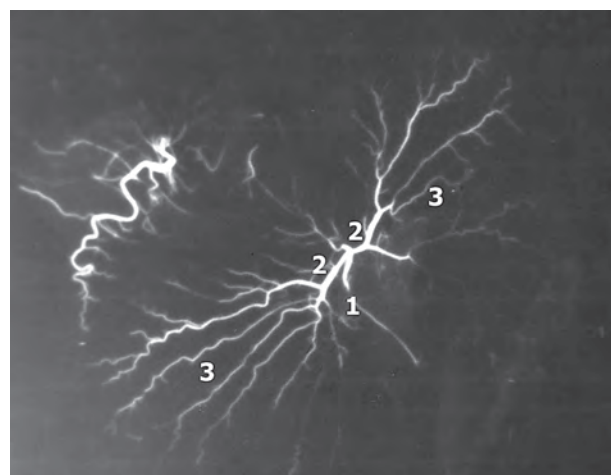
Рентгенангіограма артерій шлунка щура через 7 діб після двобічного видалення привушних і нижньощелепних залоз. Ліва шлункова артерія – 1, гілки першого порядку лівої шлункової артерії – 2, галушення артерій на передній і задній стінках шлунка щура – 3.
